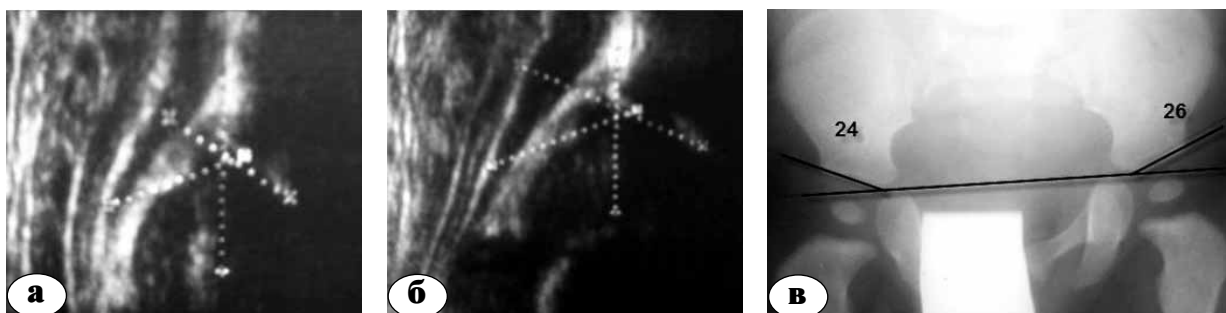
Мальчик Г., от 1-й беременности, 1-х срочных родов, головное предлежание. При рождении отсутствие клинических признаков патологии ТБС. УСГ левого ТБС: а – в возрасте 3 месяцев – тип 2 b, диагноз: отсроченная оссификация хрящевой части крыши вертлужной впадины; б – 6 месяцев: признаки патологии отсутствуют, тип 1 b; в – рентгенограмма в возрасте 9 месяцев – без признаков патологии
